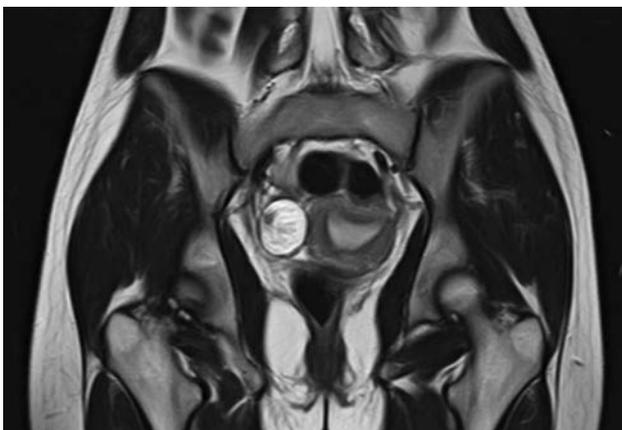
Компьютерная томография тератомы правого яичника
